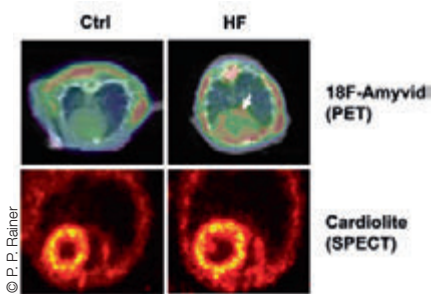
Ablagerung von kardialen Proteinaggregaten (Pfeil), im präklinischen Modell dargestellt durch den PET-CT-tracer Amyvid. Die kardiale Perfusion (Cardiolite – Technetium Tc99m Sestamibi) bleibt unverändert. (Adaptiert aus [1]). Ctrl: Kontrolle, HF: Herzinsuffizienz
